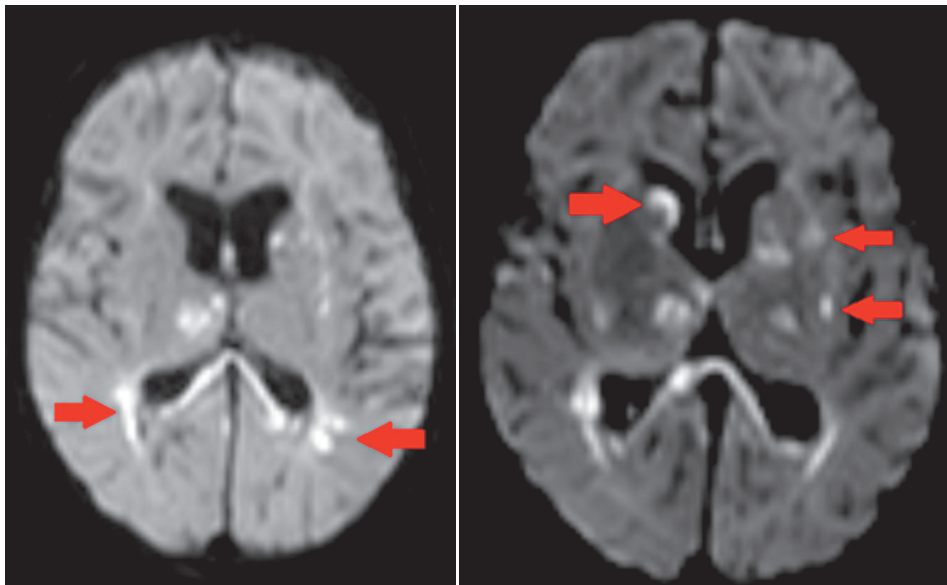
Диффузионно-взвешенное изображение головного мозга. Определяются множественные разнокалиберные очаги с ограничением свободной диффузии, без микрокровоизлияний. Признаки венкулита с распространением воспалительных изменений в перивентрикулярное белое вещество (стрелки)
